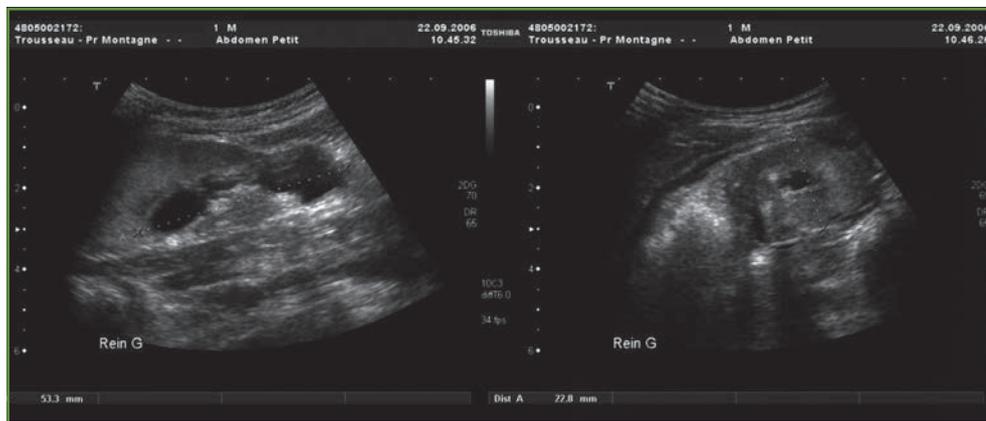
Aspect échographique d'un rein cicatriciel. Parenchyme hyperéchogène et aminci avec dilatation pyélocalicelle.
